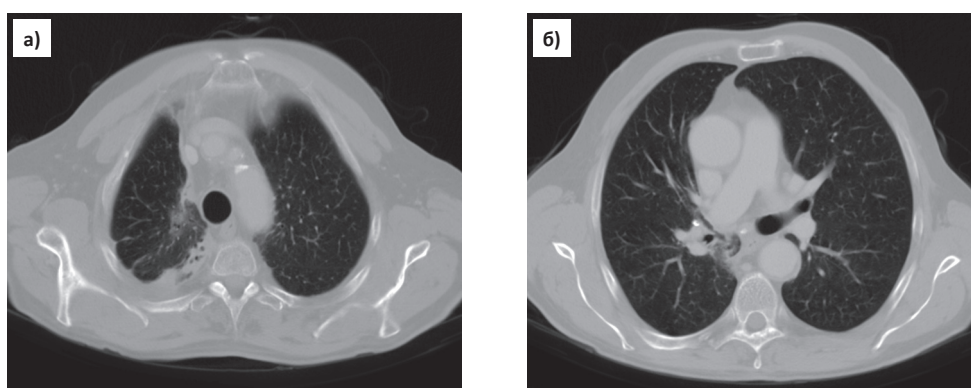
Компьютерная томограмма легких: а) справа более выраженным стало объемное уменьшение верхней доли, на фоне неоднородно уплотненной доли видны деформированные просветы бронхов. Органы средостения смещены вправо. Постлучевой фиброз; б) компьютерная томограмма легких: слева в просвете верхнедолевого бронха дополнительных образований не определяется. Стенки бронхов ровные просветы их не сужены
